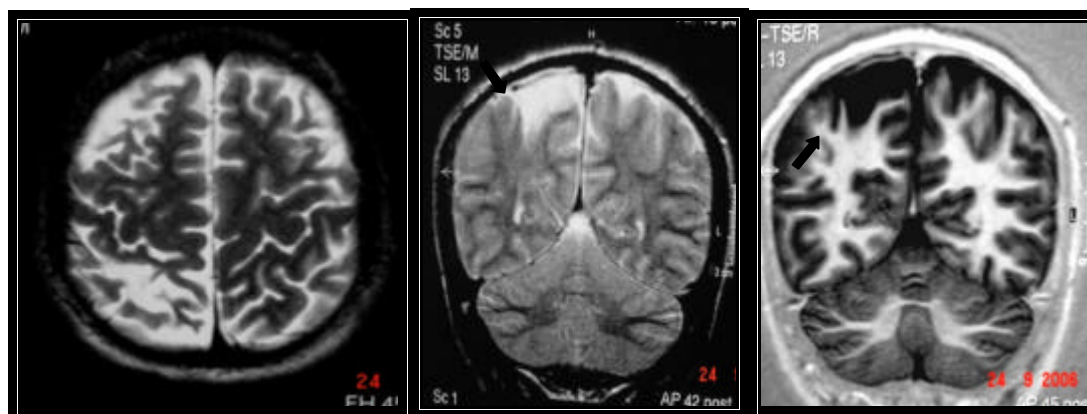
RM do encéfalo. Axial e coronal TSE T2 e Coronal IR-TSE .Atrofia focal parietal direita (setas). Paciente 15 (20 anos de idade).
